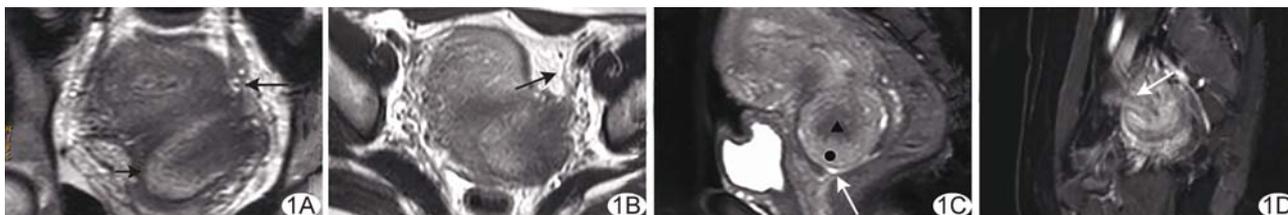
产后子宫内翻 MRI A. 冠状位 T2WI, 箭示左侧子宫底部向内下方凹陷呈 U 型, 短箭示左侧受牵拉卵巢; B. 轴位 T2WI, 箭示圆韧带; C. 矢状位 T2WI, 三角形示子宫浆膜面, 圆形示肌层, 箭示宫颈口; D. 增强矢状位 T1WI, 箭示明显强化的圆韧带被牵拉入凹陷的宫底
